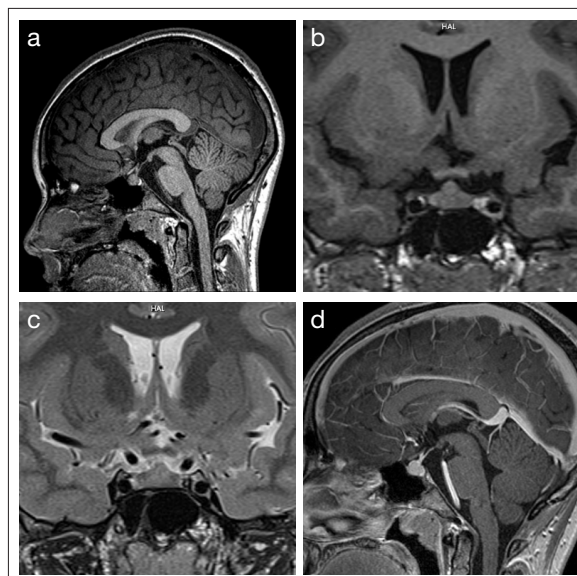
Paciente femenina de 11 años con pubertad adelantada. Imágenes de resonancia magnética de 2020, a) sagital en T<sub>1</sub>, b) coronal en T<sub>1</sub>, c) coronal en T<sub>2</sub> y d) sagital en T<sub>1</sub> pos-contraste, que muestran una hipófisis aumentada de tamaño, con borde superior convexo, con preservación de neurohipófisis brillante en T<sub>1</sub>, con intensidad de señal homogénea y realce tras contraste también homogéneo, compatibles con hipertrofia puberal fisiológica. No hubo cambios en el tamaño y la morfología de la glándula en la resonancia magnética de control realizada tras un año.
